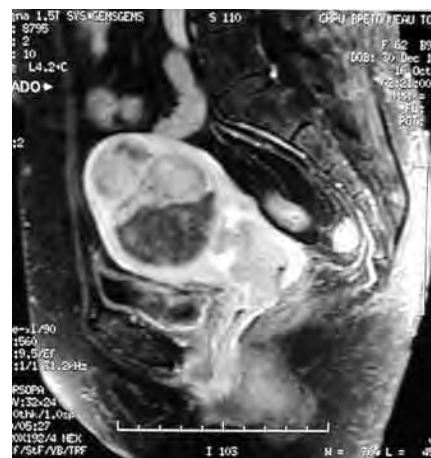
IRM d'un cancer du col chez une femme qui a de gros fibromes.
